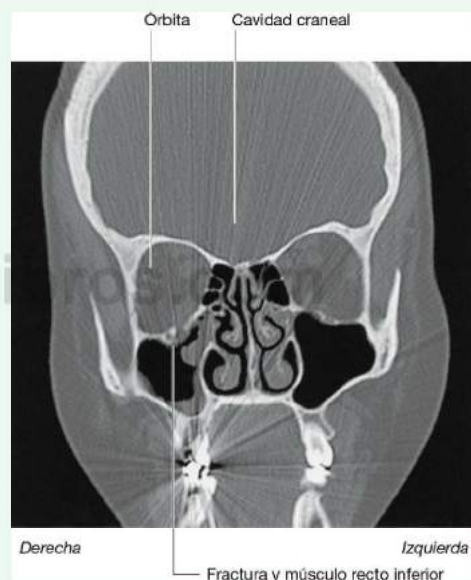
Tomografía computarizada, corte coronal, que pone de manifiesto una fractura orbitaria por estallido.
